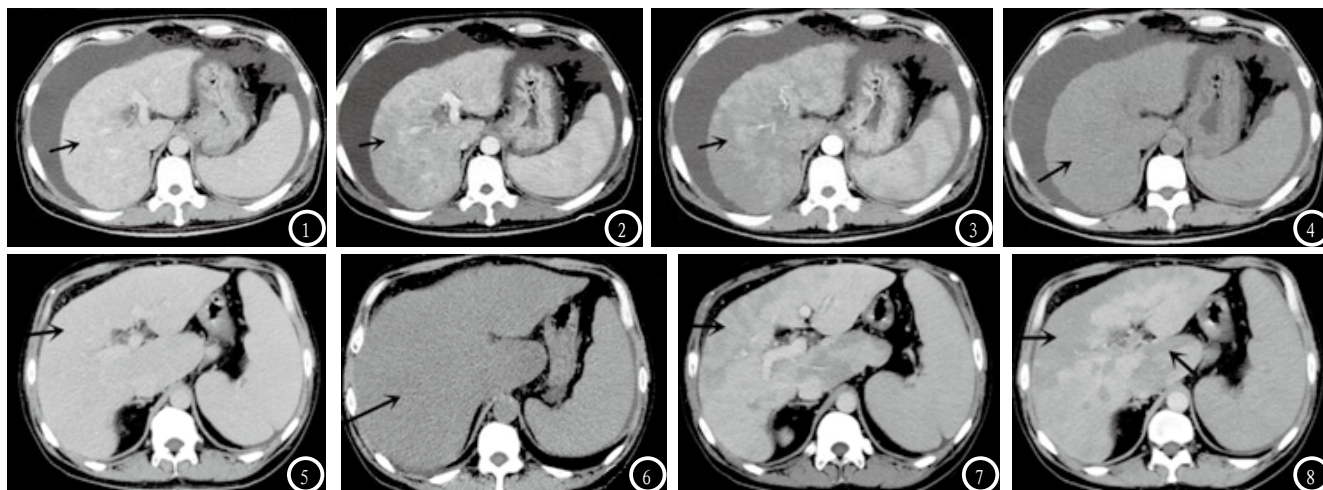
A患者的CT影像特征。图5-8 B患者的CT影像特征。
